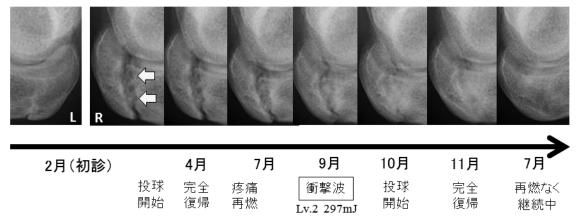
症例2の単純X線経過(肘関節側面像) 矢印:肘頭骨端線閉鎖不全
